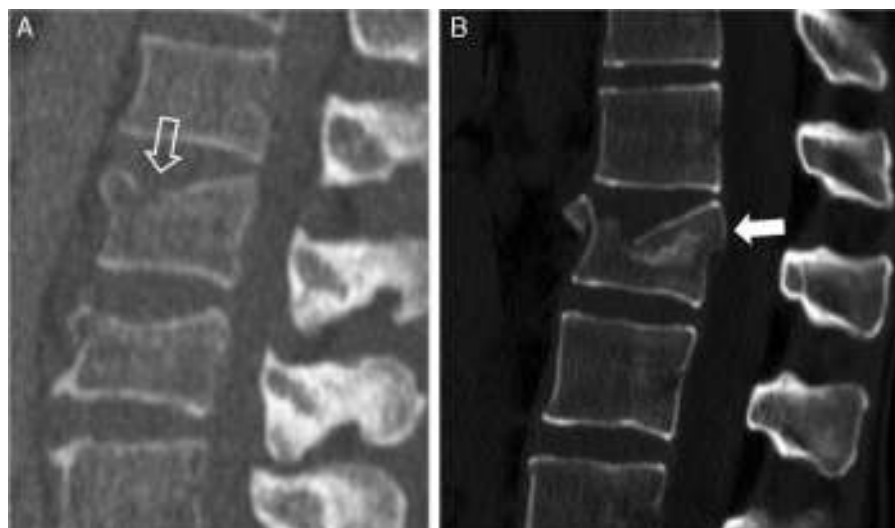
Fracturas con morfología de compresión. Tomografías computarizadas sagitales sin contraste. A) Fractura por compresión sin afectación del muro posterior ni de la columna media. La flecha muestra el hundimiento del platillo vertebral superior. B) Fractura por estallido con afectación del muro posterior y retropulsión de este hacia el conducto espinal, señalado por la flecha.
